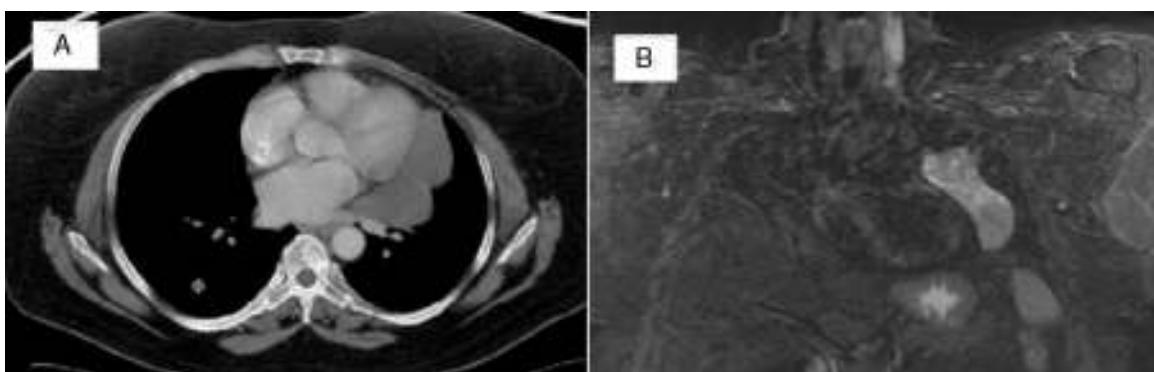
A) TAC torácica que muestra un corte transversal de la masa paramediastínica izquierda y un nódulo en el segmento 6 derecho que se biopsió. B) Resonancia magnética torácica que muestra masa paramediastínica izquierda de 11 cm heterogénea, con componente sólido y quística, lobulada y de contornos bien definidos.
